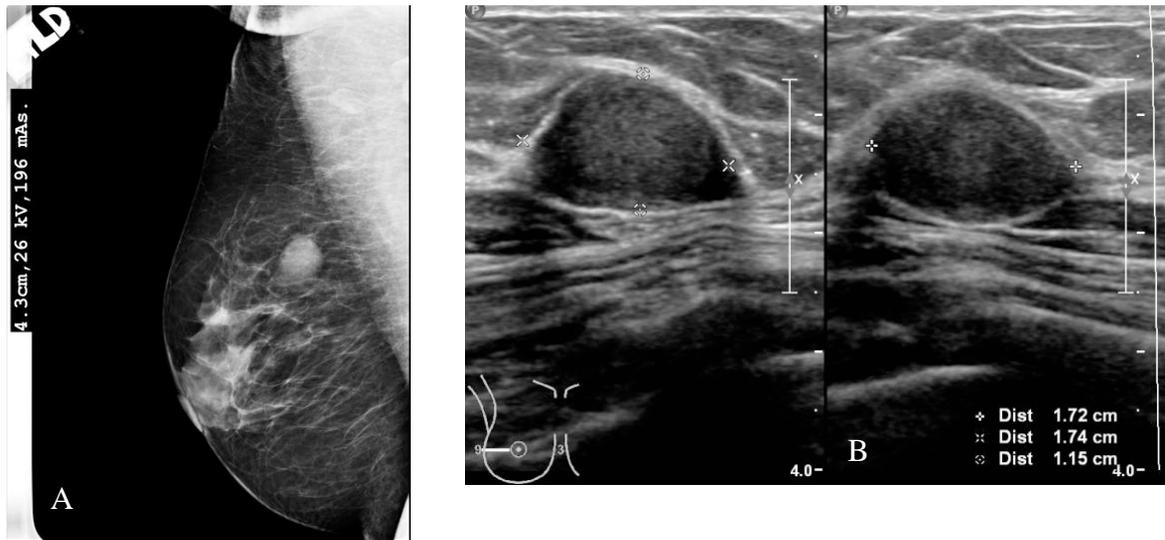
A) Mastografía, B) Ultrasonido
